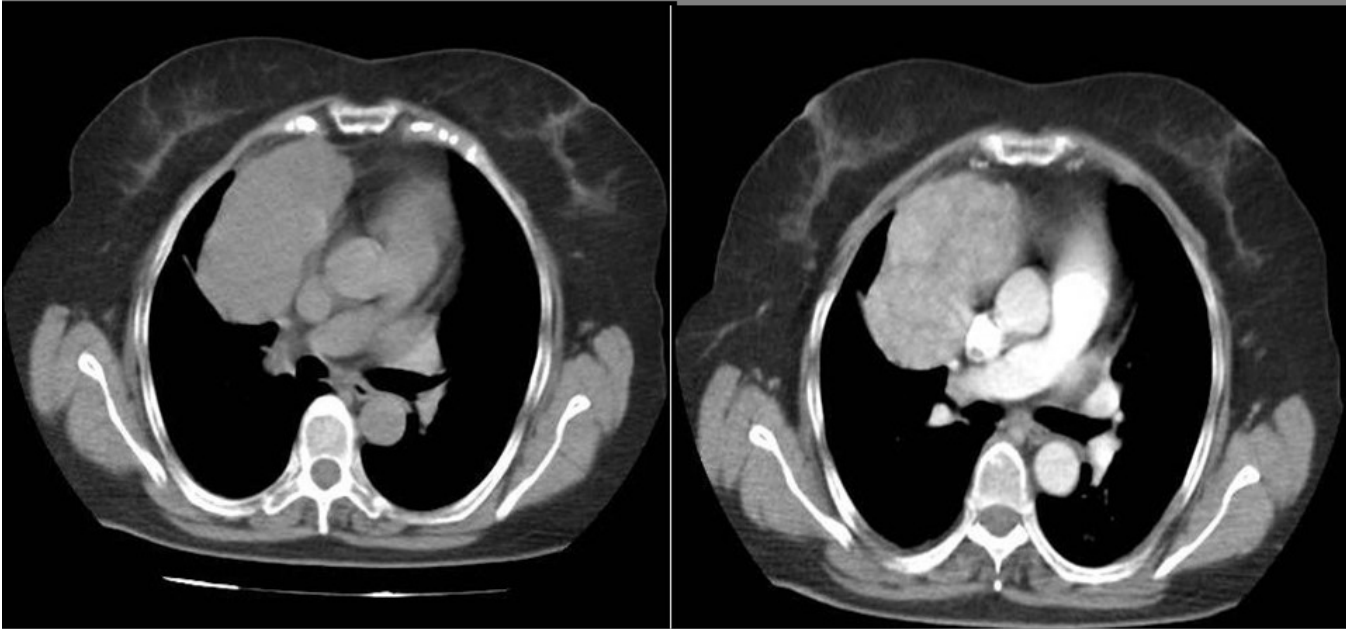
TIMOMA TIPO AB, ESTADIO IIB DE MASAOKA Mujer 66 años asintomática (mismo paciente de la figura anterior). TAC SIN Y CON CIV a la altura de la aorta ascendente: Masa bilobulada, localizada en mediastino anterior derecho (se extendía desde el espacio prevascular hasta el ángulo cardiofrénico), que realza con el civ, presentando finos septos en su interior. La lesión está en íntimo contacto con pericardio. TTO: Resección tumoral y Radioterapia posterior
